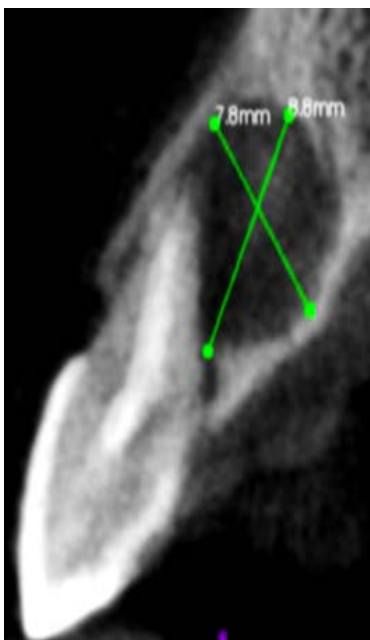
Diámetro mayor de la más hipodensa periapical.
